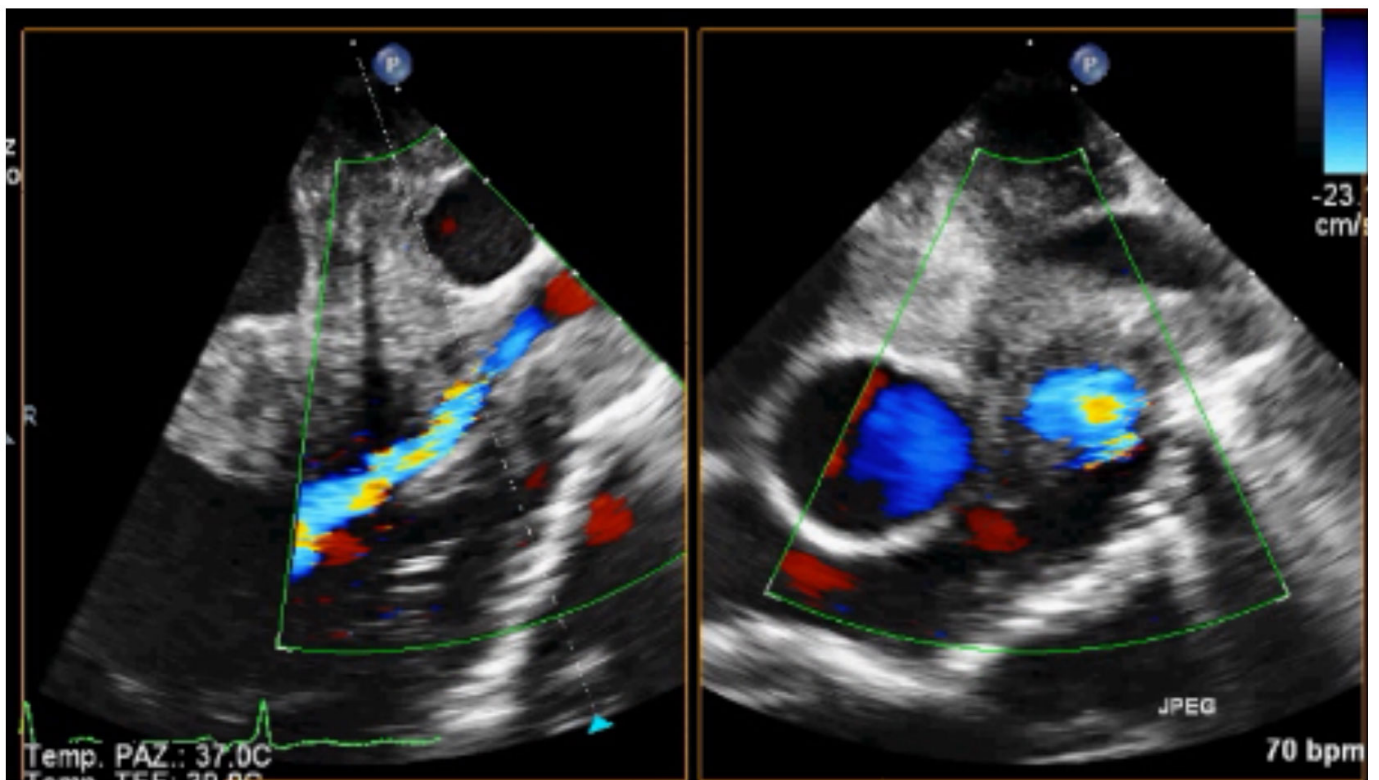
Ecocardiogramma transesofageo dual plane con evidenza di compressione della vena polmonare superiore di destra al color doppler.
